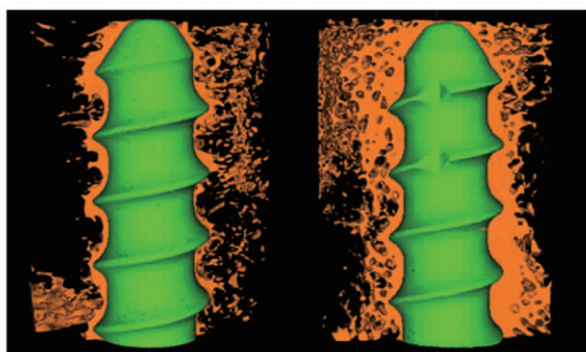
三维 CT 显示实验组螺钉周围骨组织量较多,结构密集,空白组螺钉周围骨组织量较少,结构稀疏。(左边为空白组,右边为实验组,绿色代表椎弓根螺钉,红色代表骨组织。)
